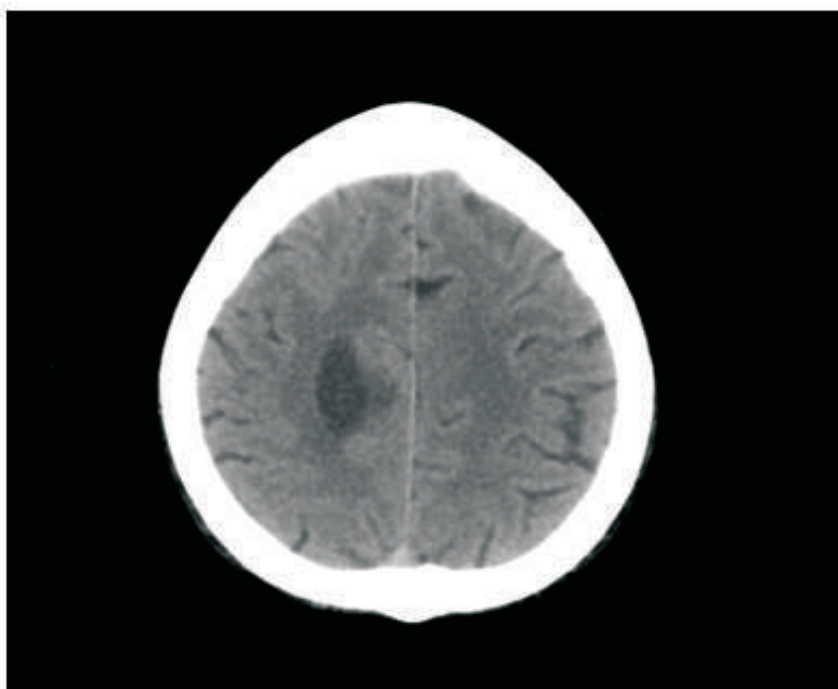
En el TC craneal realizado en urgencias se evidencia lesión ocupante de espacio en hemisferio derecho.
